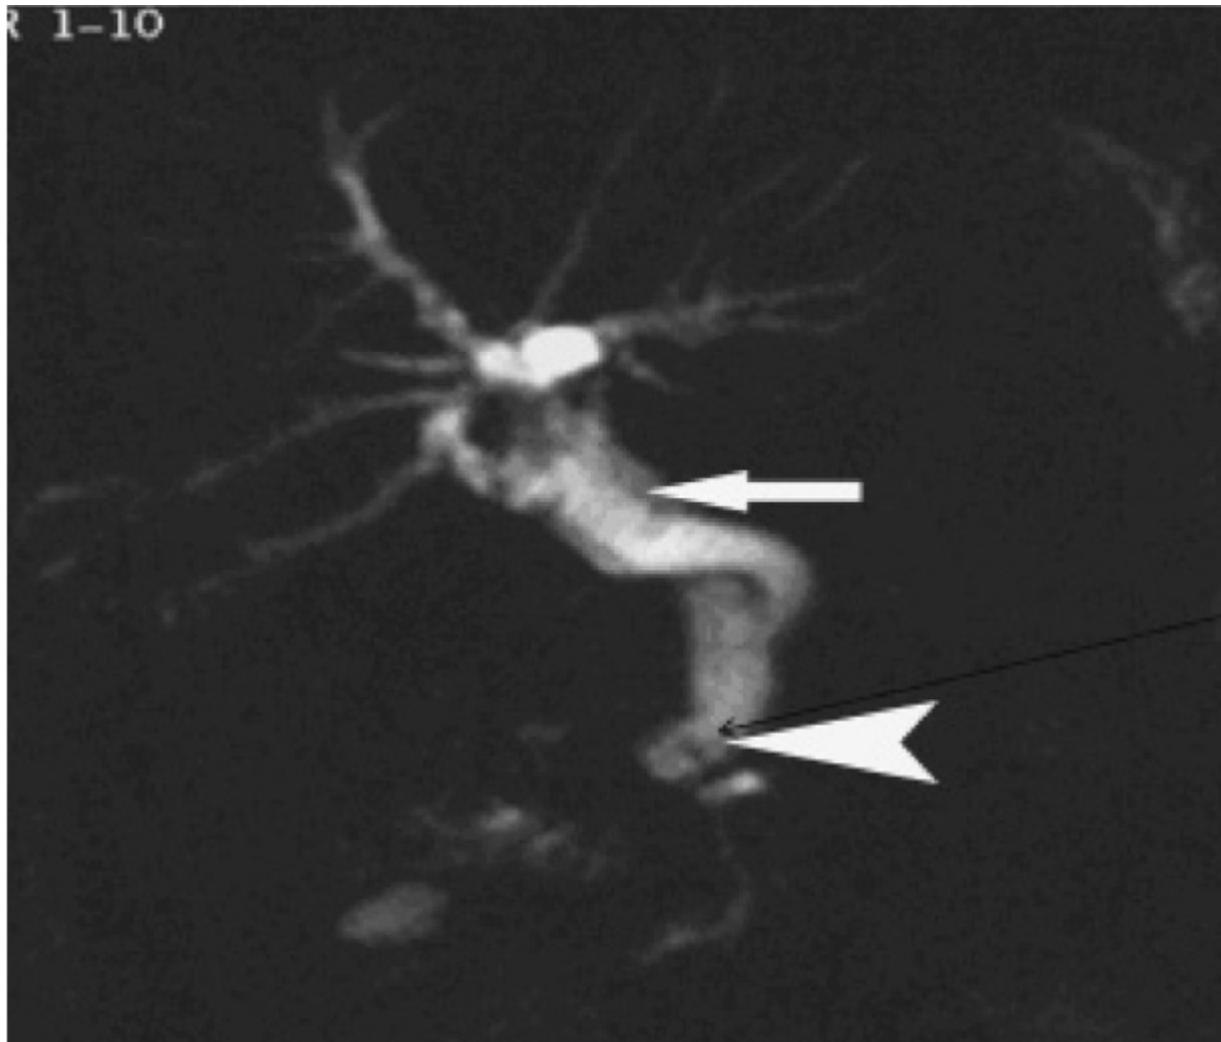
Cholangio-IRM montrant une voie biliaire dilatée (flèche) au sein de laquelle est présent un petit calcul (tête de flèche)
